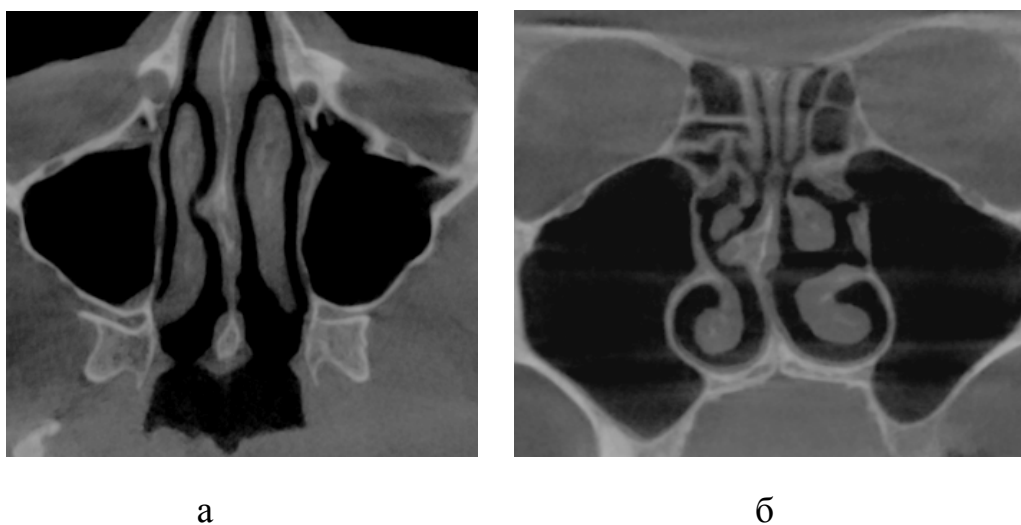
Комп'ютерна томографія пацієнта з викривленням носової перегородки вправо: а) аксіальний томографічний зріз; б) мультипланарна реконструкція у фронтальній проекції
